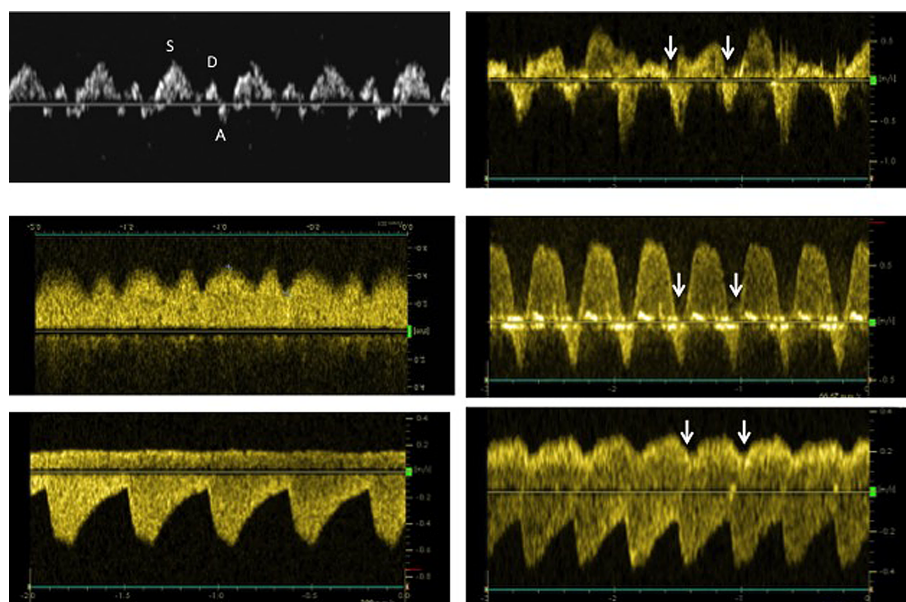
Venous Doppler Waveform
